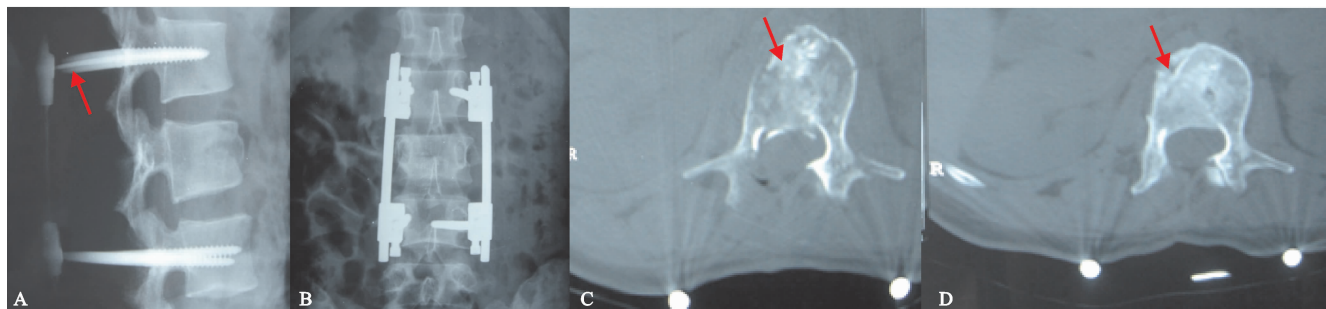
A,B 脊柱外固定后 X 线正侧位片;C 脊柱外固定后 1 周 CT 横断面;D 脊柱外固定后第 3 个月 CT 横断面
